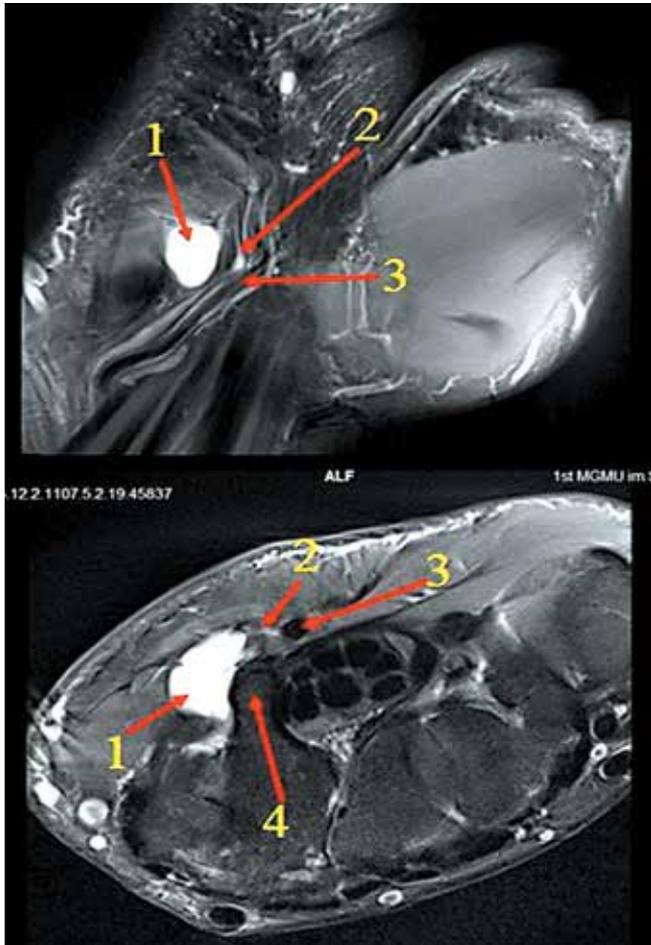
Магнитно-резонансная томография правого запястья пациента А. при поступлении. Выявлено гиперинтенсивное жидкостное образование на ладонной поверхности уровня крючковидной кости (4) – ганглион (1), оттесняющий медиально локтевую артерию (3) и нерв (2)
